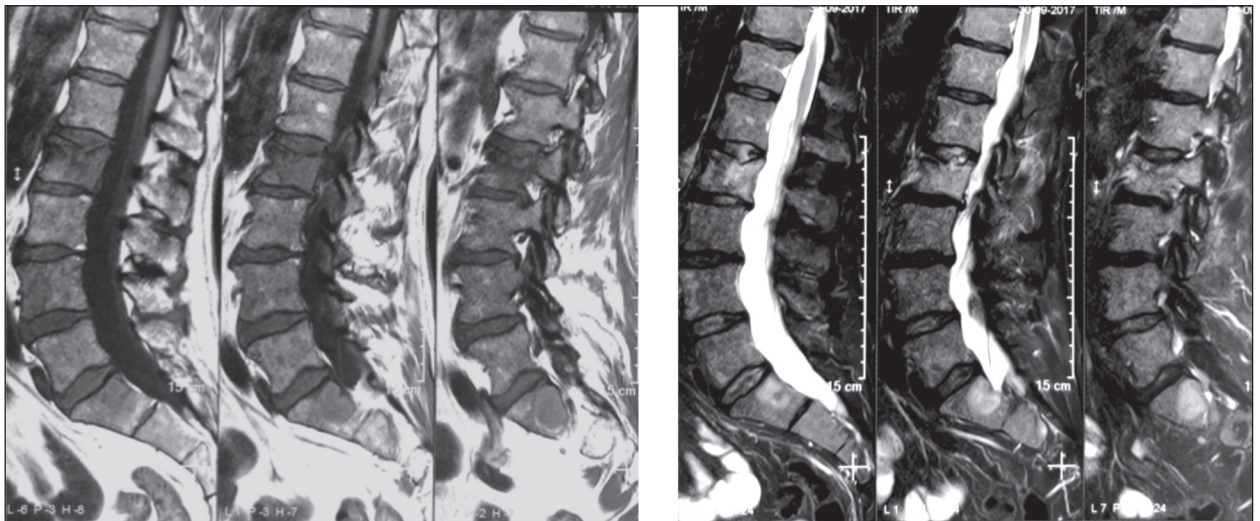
RMN de columna lumbosacra de paciente varón con MM sintomático. Fractura aplastamiento de L4. Edema de todo el cuerpo L4. Lesiones focales en L2 y vertebras sacras
